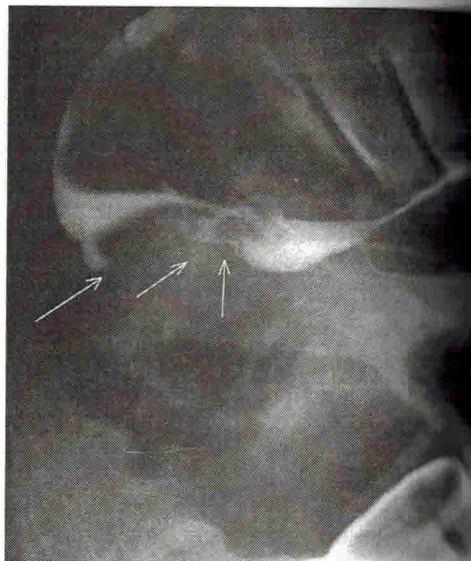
Рентгенограмма. Первичное двойное контрастирование в условиях искусственной гипотонии. Обтурация в виде конической культи с неровными контурами. Приводящая часть сигмовидной кишки раздута газом.
